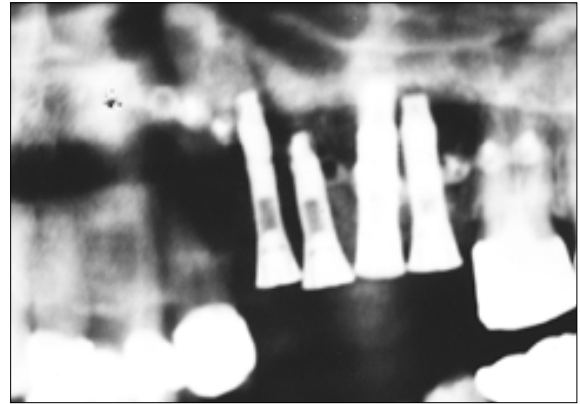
수술 후 방사선 사진. 소형 금속판과 임플란트로 이식골을 고정하였다(증례 7).
